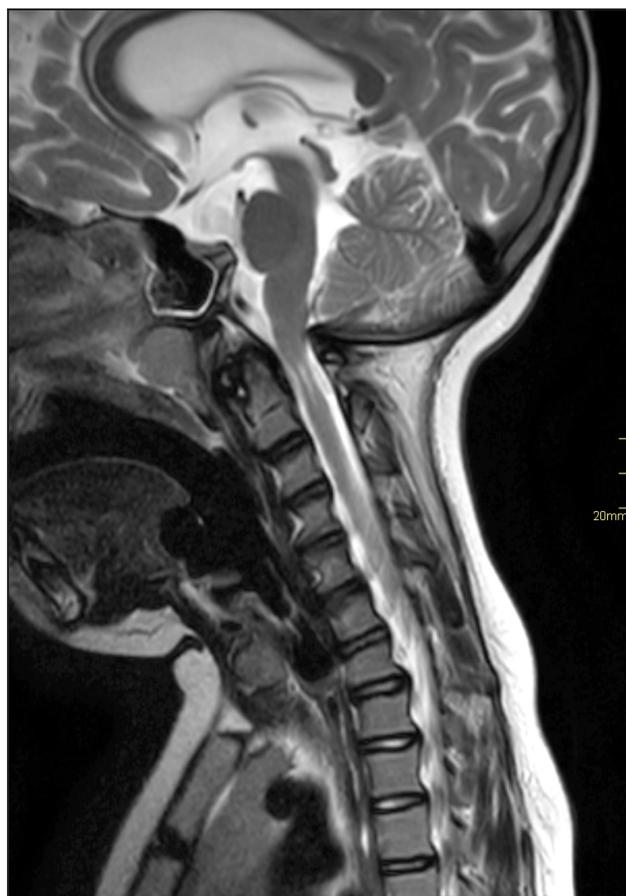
RM da coluna cervical no plano sagital em T2 evidenciando estreitamento do forame magno e compressão bulbomedular.
